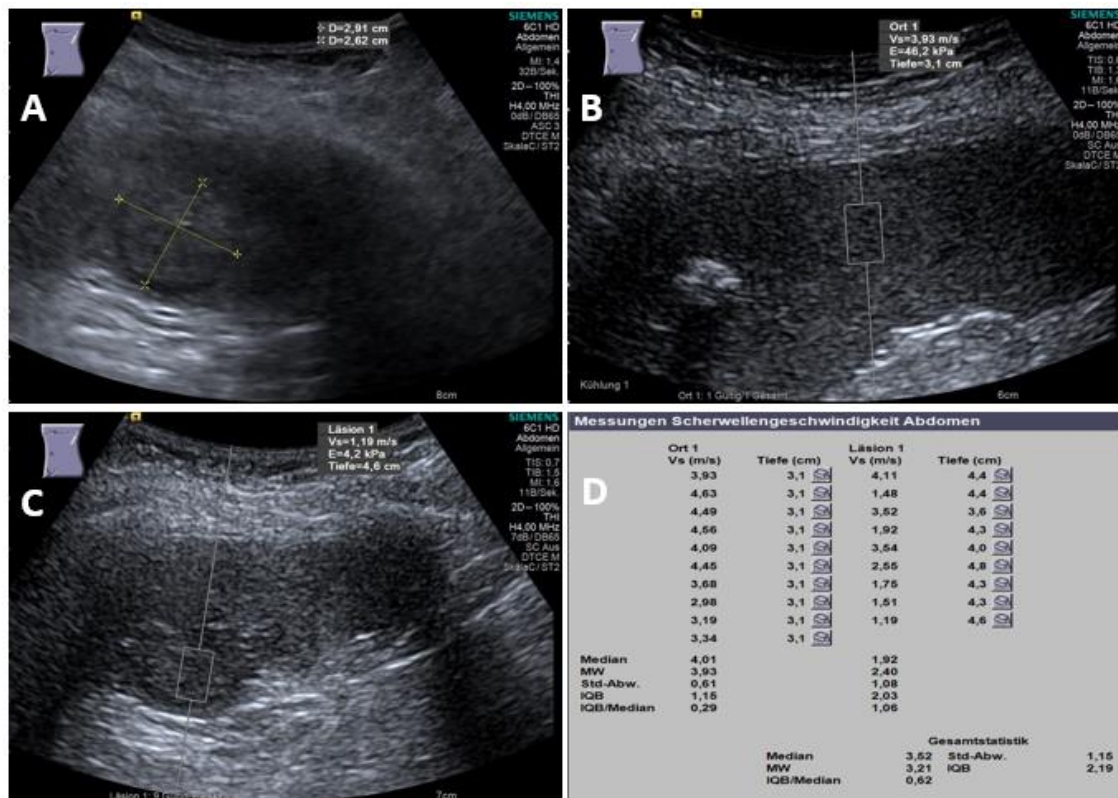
(Fall 1) Maligne fokale Milzläsion (mFSL) bei einer 65-jährigen Patientin, die Abdomensonographie wurde bei CUP-Syndrom durchgeführt.
